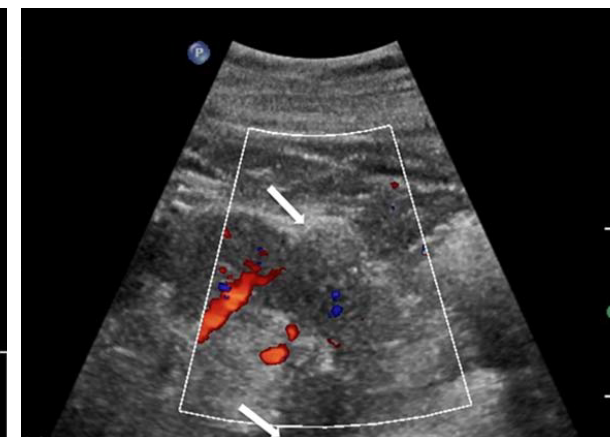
Kein Zeichen einer Hypervaskularisation im Farb-Doppler
